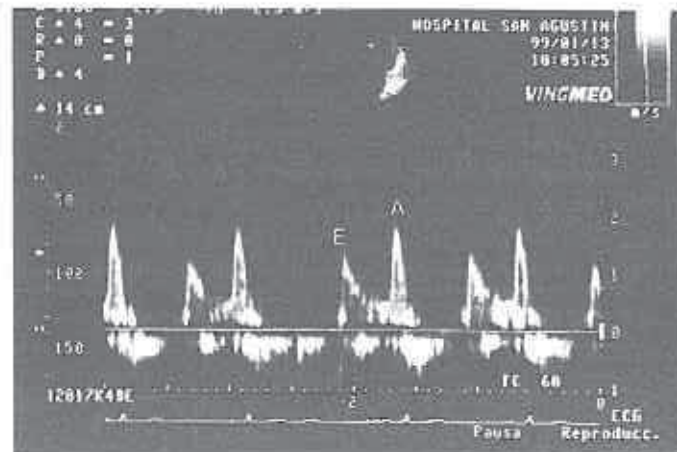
Imagen de las ondas E y A obtenidas con doppler pulsado colocado entre los velos mitrales.
